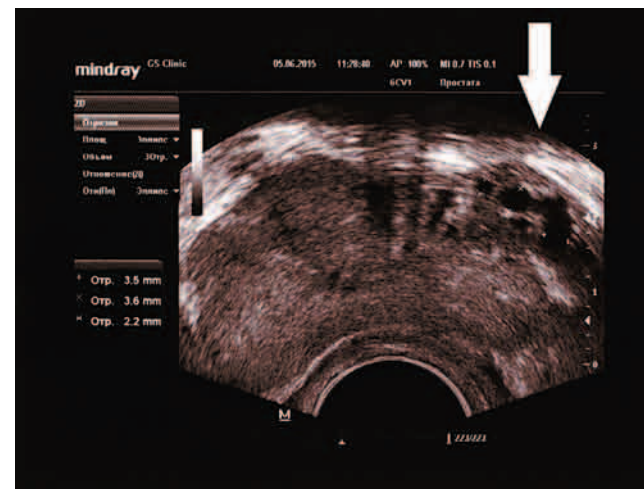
ТРУЗИ простаты у пациента М., 47 лет, с правосторонним варикоцеле 2 стадии. Объем простаты 35,0 см³. Максимальный диаметр вен справа 3,5, 3,6 и 2,2 мм. Варикоз простаты 1 стадии или видимый варикоз. Сетевидный тип венозного сплетения. ДГГЖ, хронический простатит. Из анамнеза 23.10.2008 операция по Иванисевичу слева. Редкое наблюдение. Стрелкой указано расширение вен простаты
